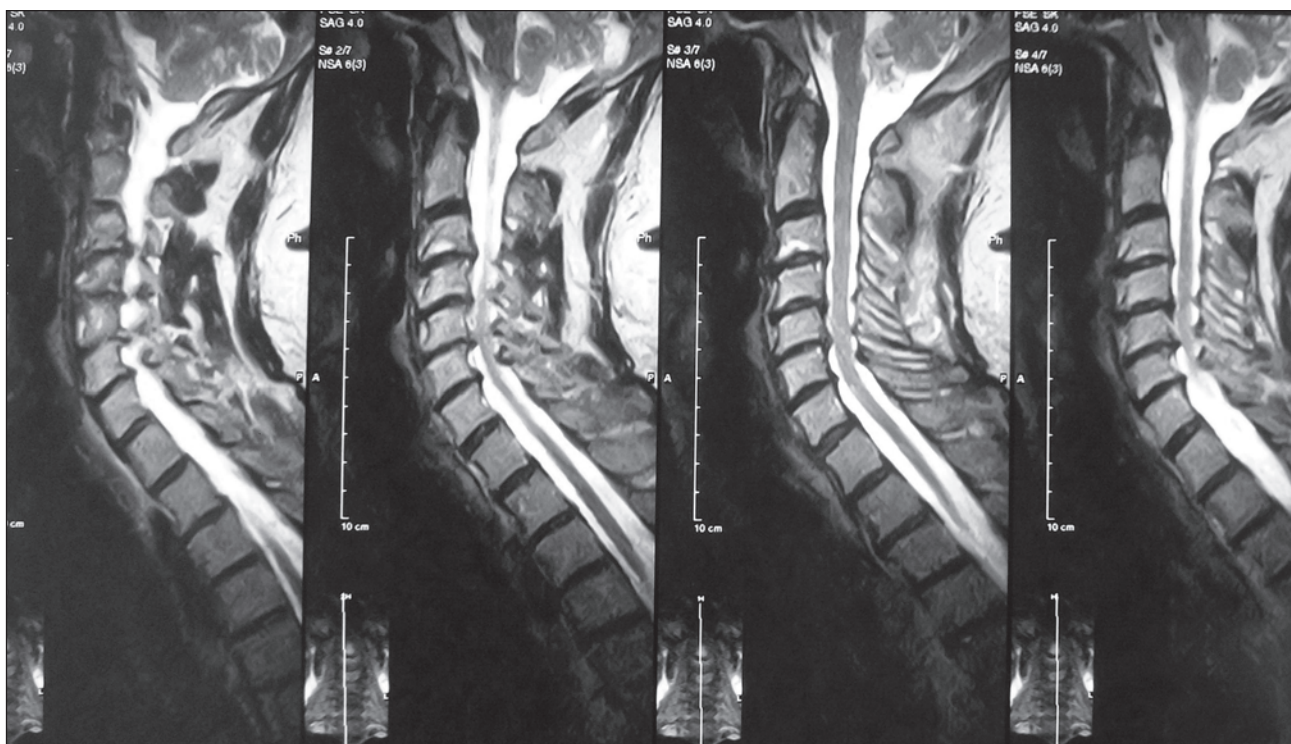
Магнітно-резонансна томографія хворої К., 47 років. На рівні C5-C6 спостерігається нерівномірне дорзальне випинання відповідного міжхребцевого диска, з формуванням лівобічної парафорамінальної кисти (екструзії), розміром до 6 мм, що обумовлює вторинне стенозування спинномозкового каналу, субтотально перекриває міжхребцевий отвір гомолатеральної сторони, створює компресію дуального мішка та корінця спінального нерва (C6) зліва на рівні ураження
